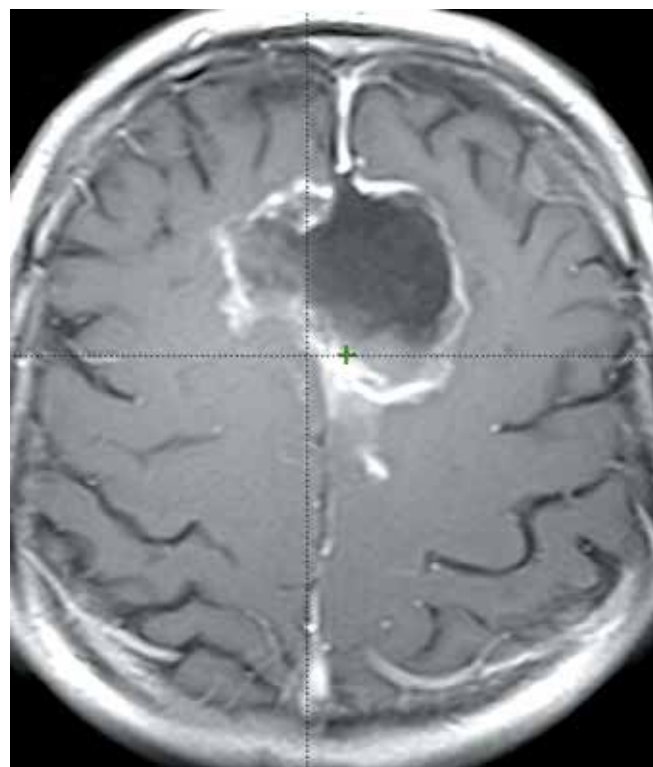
Магнитно-резонансное томографическое изображение головного мозга больного Г., 57 лет (от 12.12.13 г.): остаточная опухоль в передне-средней трети фалькса
